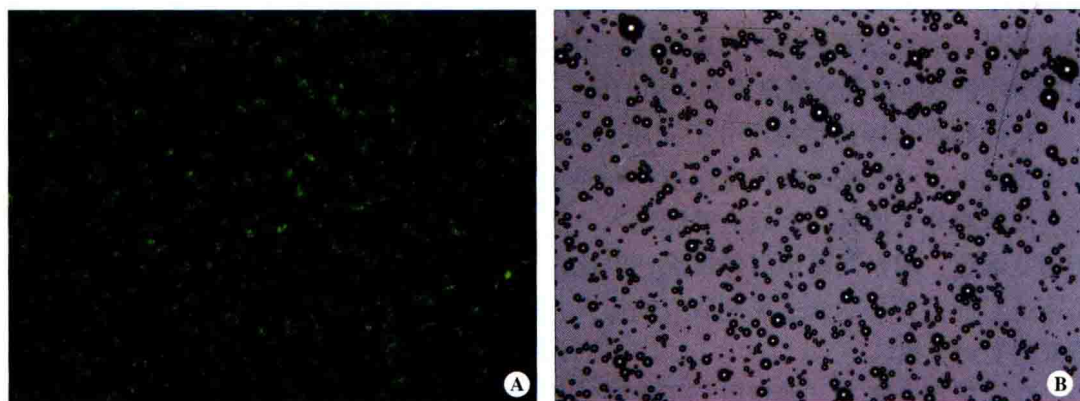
P-选择素靶向超声微泡与荧光二抗连接后发出绿色荧光（ $\times 400$ ）（B 为普通光镜图）
